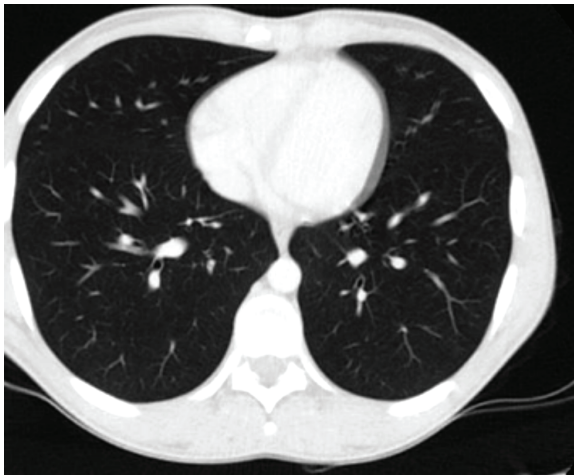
Thoracic computed tomography image showing pericardial effusion
